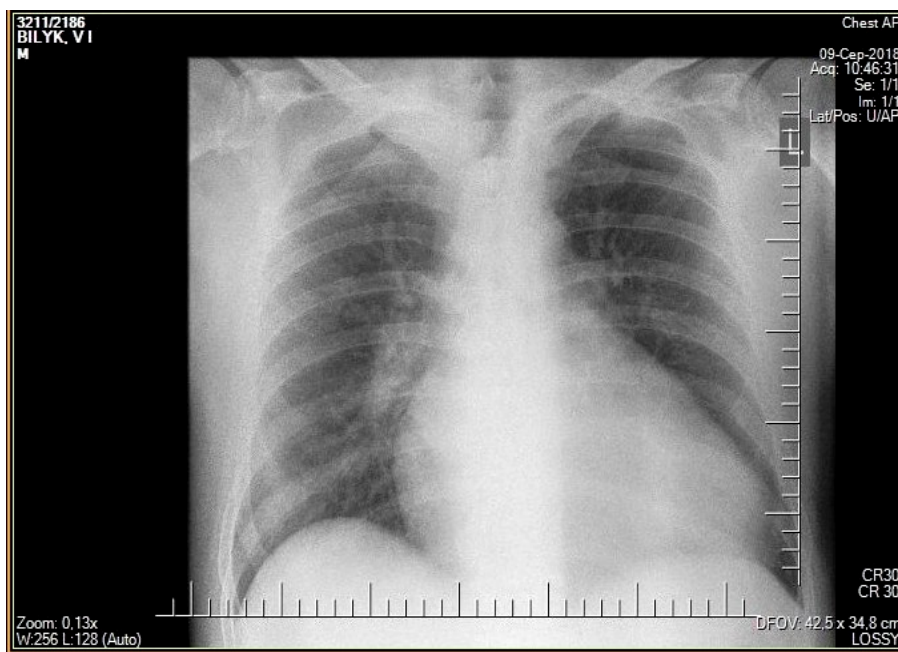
Рентгенографія органів грудної порожнини
